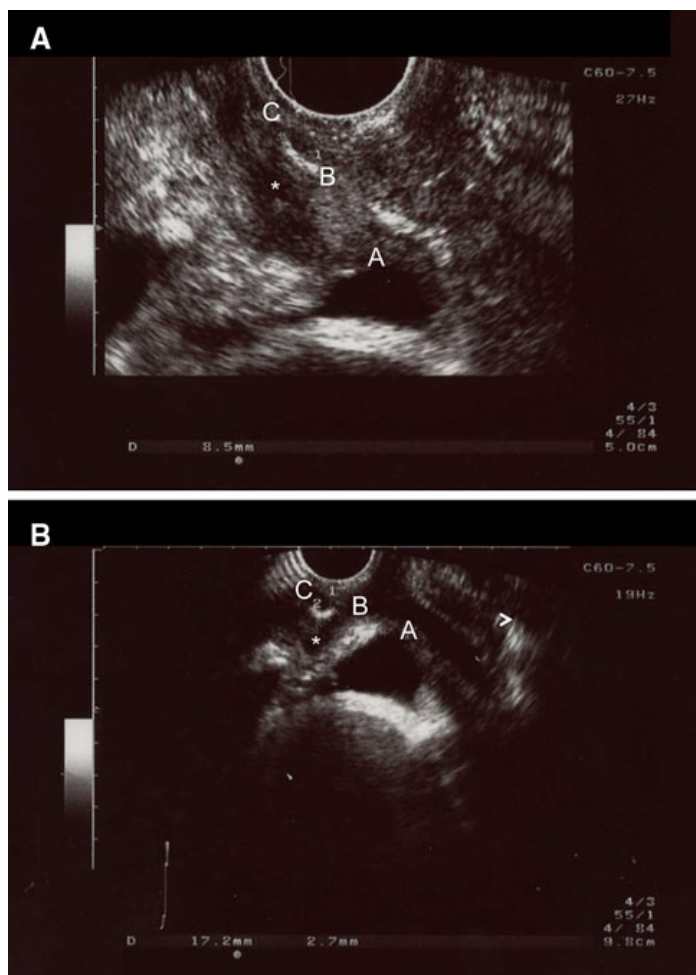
Valutazione ecografica del posizionamento della benderella 24 mesi dopo il posizionamento. A. A riposo. B. Massima Valsalva. A Collo vescicale; B. punta prossimale della *sling*; C. punta distale della *sling*; * lume uretrale.
